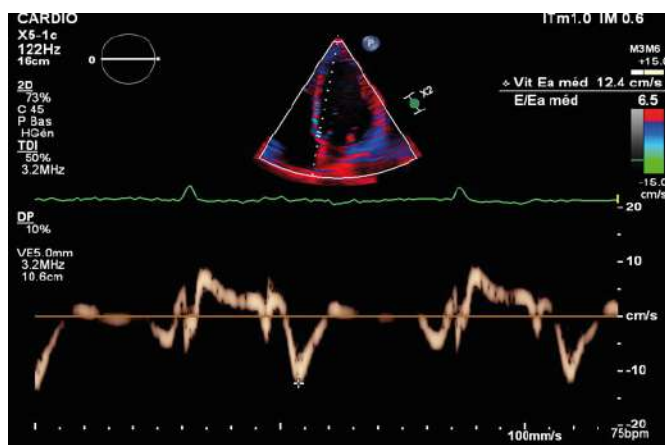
Aspect du doppler tissulaire enregistré sur le versant septal de l'anneau mitral
